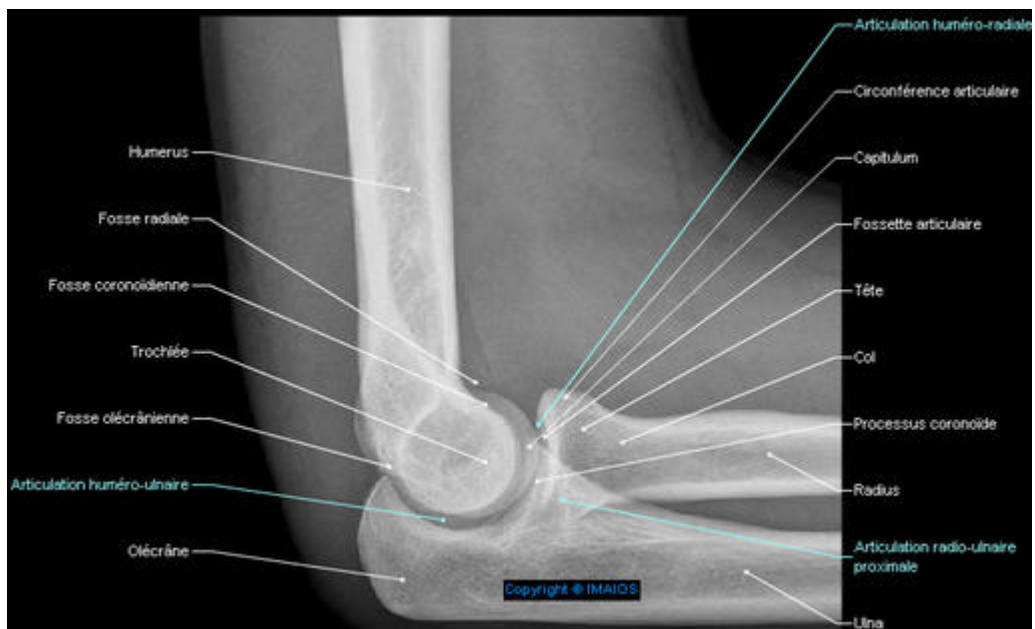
articulation du coude radiographie de profil
